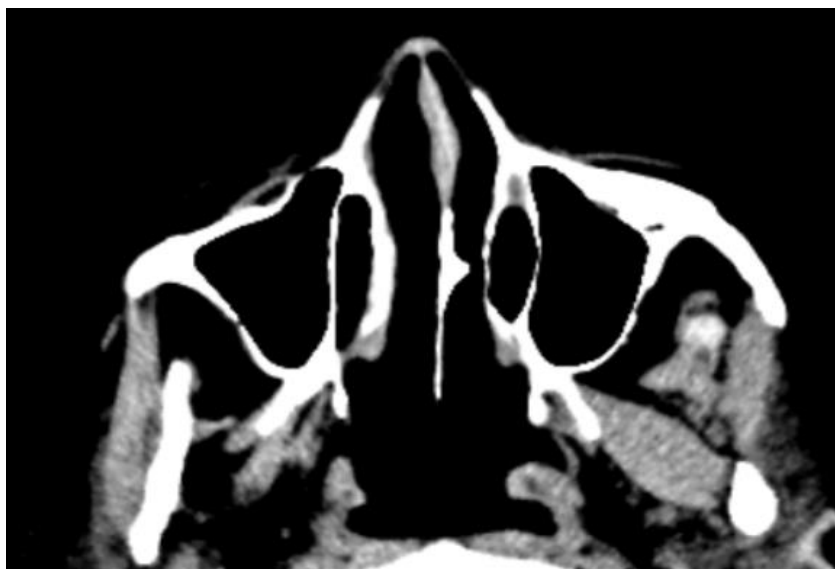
искривление носовой перегородки, которая не достигает противоположную стенку носа (аксиальный срез компьютерной томографии полости носа).
